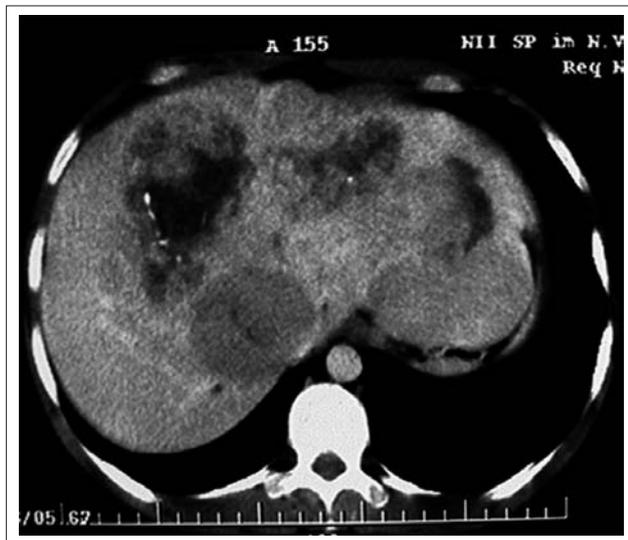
Спиральная компьютерная томография. В обеих долях печени определяются множественные опухолевые узлы, некоторые из них с признаками деструкции
